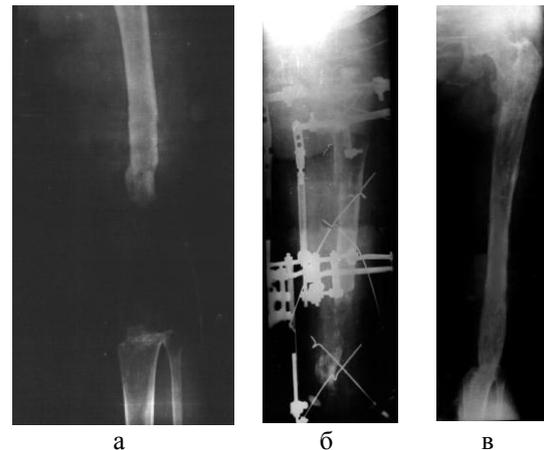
Рентгенограммы больной З.: а) до лечения, б) в процессе лечения, в) после лечения
